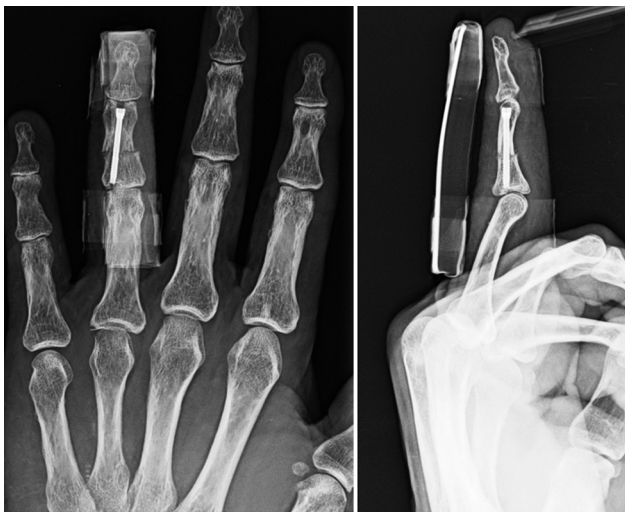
Radiografía postoperatoria tras realización de osteotomía extraarticular correctora y osteosíntesis mediante un tornillo endomedular retrógrado canulado.
